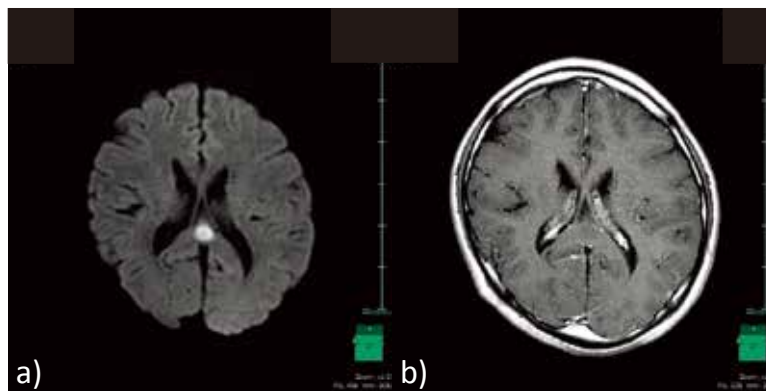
a) MRI 拡散強調画像(第2病日) b) MRI T1強調画像(Gd造影)
